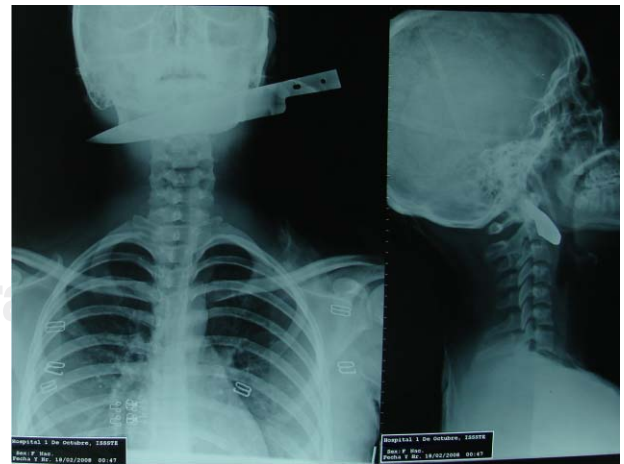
Radiografías Ap y lateral en donde se aprecia la ubicación del arma punzocortante.
